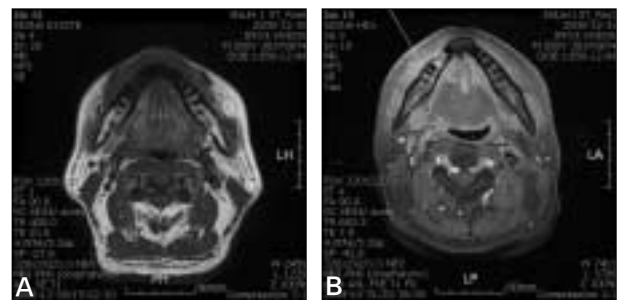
MRI images, 36 days after dental treatment (A-B). A. Mandibular symphysis and right parasymphysis bone marrow showed low signal on precontrast T1W1 image. B. Enhancement of the soft tissue adjacent to the lesion was shown on postcontrast T1W1 image. That suggested osteomyelitis of right mandible.
